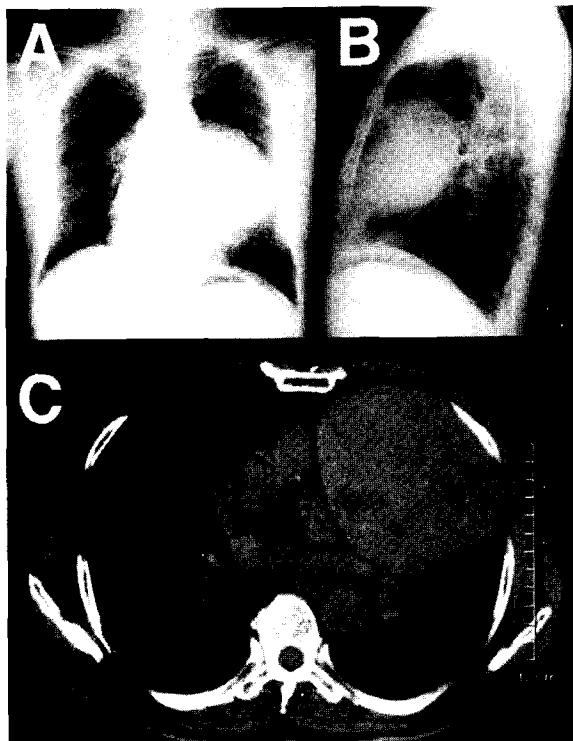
Preoperative chest PA(A) and lateral(B) show huge anterior mediastinal tumor. The chest CT scan(C) shows huge mediastinal tumor which compresses the heart and has multifocal cystic component.
